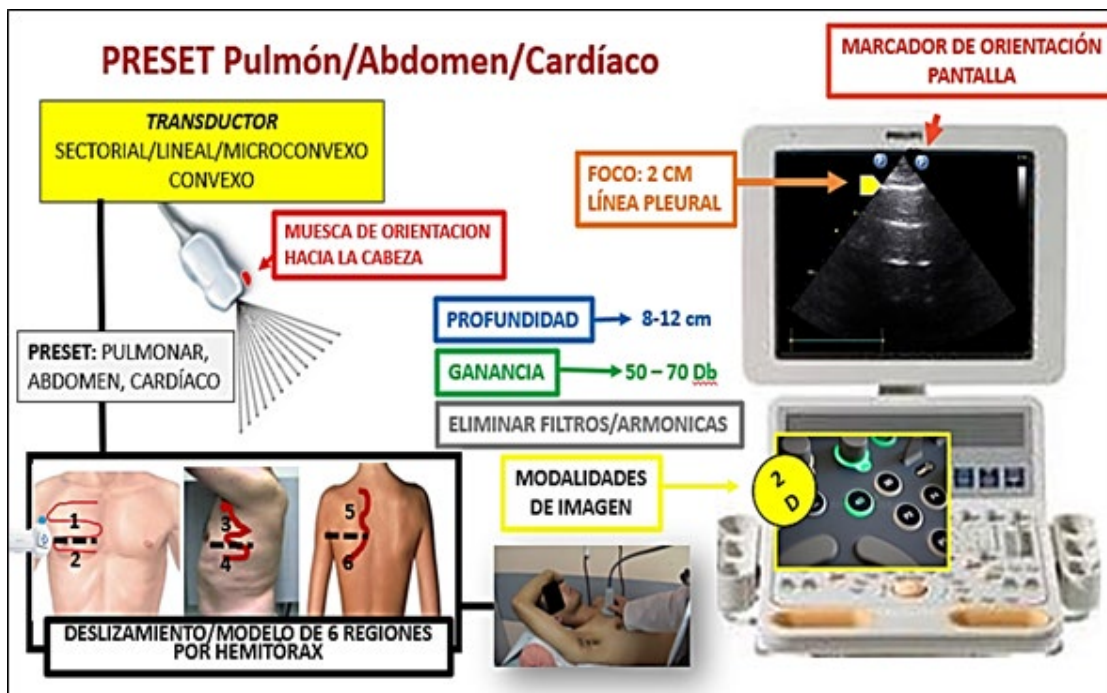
Aspectos técnicos de la ecografía pulmonar
